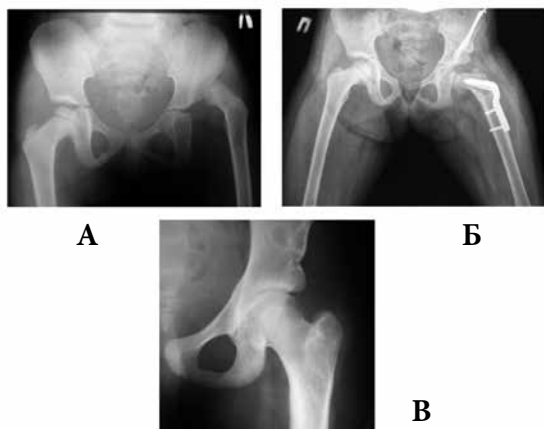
Прямые рентгенограммы таза пациентки С. Диагноз: Врожденный вывих левого бедра. Выполнена «Триада». А – до операции в 4 года, Б – после операции в 5 лет, В – контроль в 11 лет
